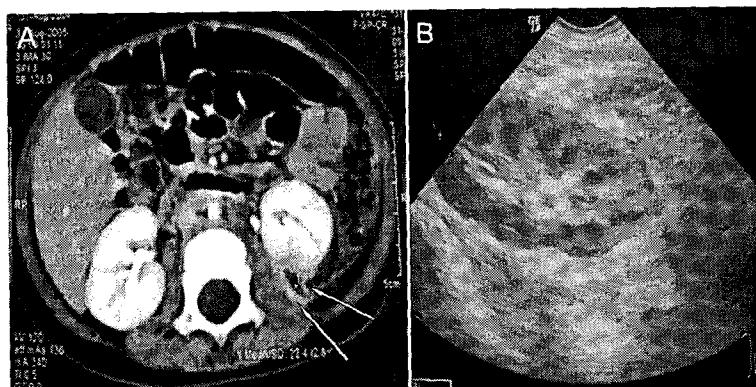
(A) Follow-up abdominal computed tomography 3 weeks postoperatively shows marked resolution of the abscess surrounded by a thick rind in the posterior perinephric space of the left kidney. (B) Follow-up abdominal ultrasonography 3 days after discharge shows an essentially normal kidney and perinephric space.
